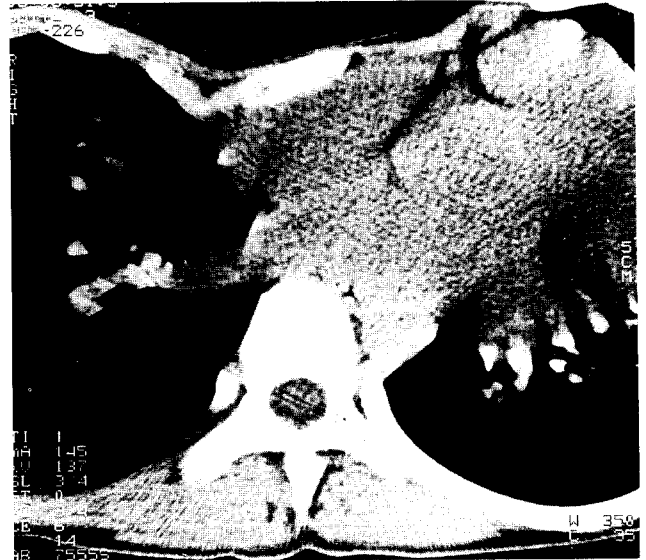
Preoperative chest CT
